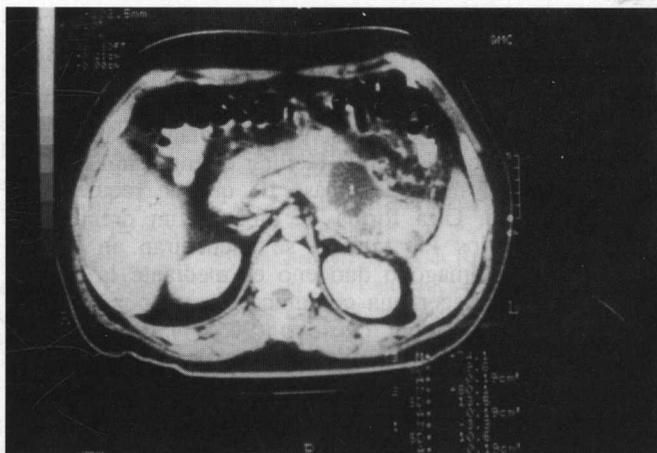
Pseudoquiste del páncreas, detectado por TAC.
